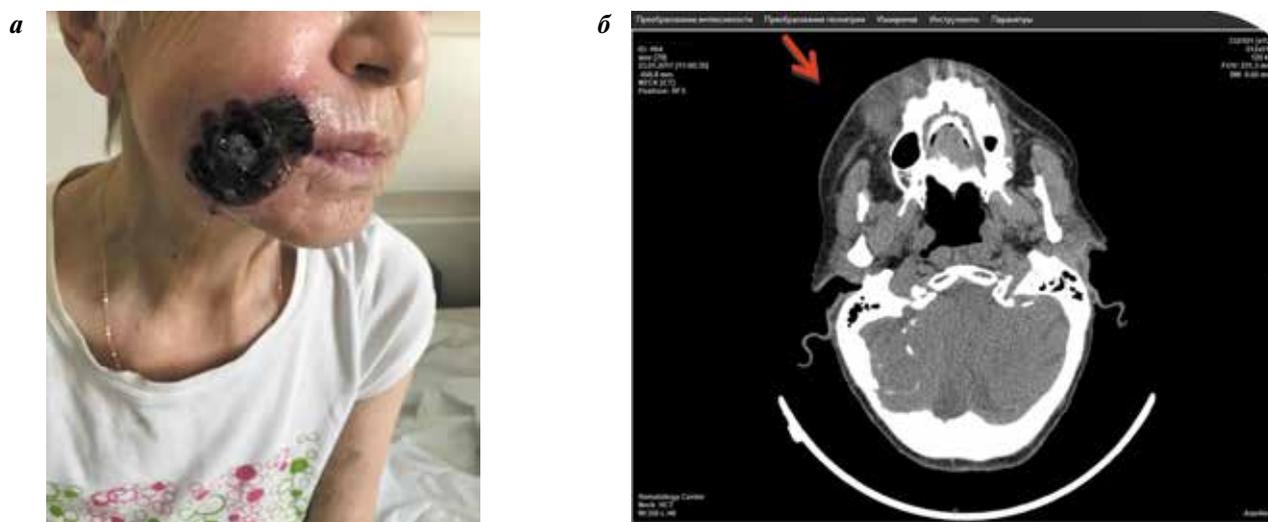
Рост образования щечной области с распространением зоны некроза: а – внешний вид; б – снимок компьютерной томографии
